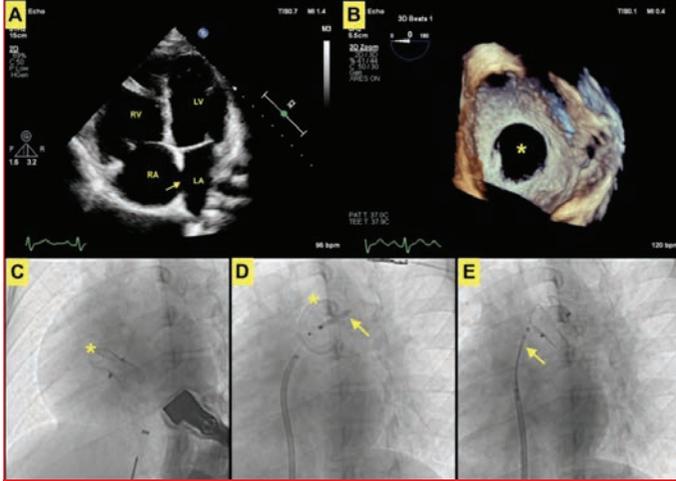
1A: Transthoracic echocardiography showing right ventricular volume overload. RV: right ventricle, RA: right atrium, LV: left ventricle, LA: left atrium. The arrow indicates the atrial septal defect. 1B: 3D transesophageal echocardiography image depicting the interatrial septum and the atrial septal defect (asterisk). 1C: Atrial septal defect occluder device (asterisk) positioned at the interatrial septum following the percutaneous closure procedure. 1D: Embolized occluder device (asterisk) located in the left pulmonary artery. The arrow points to the Pilot-150 wire and 4.0x20 mm coronary balloon advanced through the device's mesh. 1E: The arrow highlights the Pilot-150 wire captured by a loop snare and loop snare catheter.
